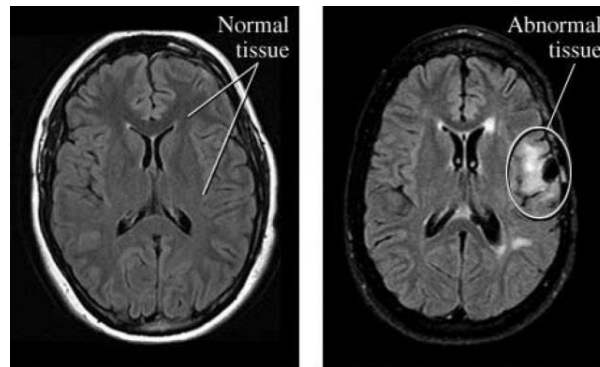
Image IRM normale et en présence d'une tumeur[23]
